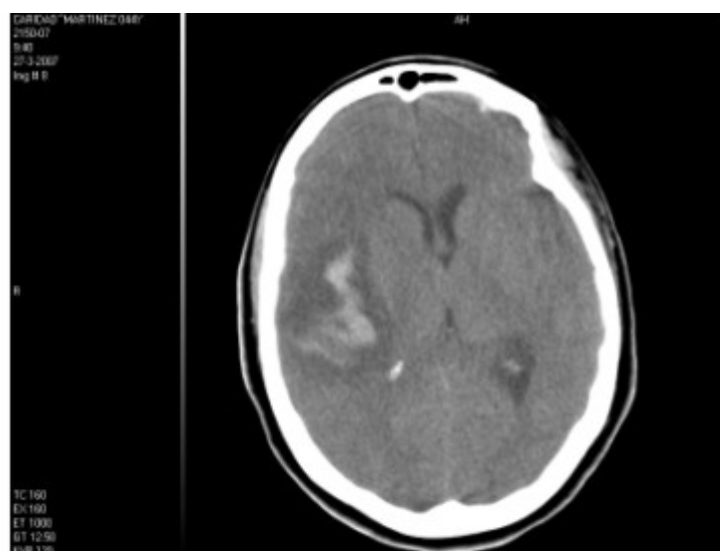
Tomografía axial computarizada (TAC) contrastado.
